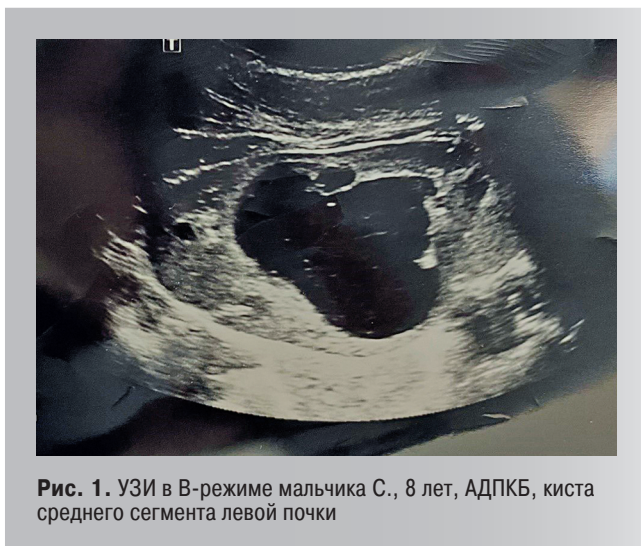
УЗИ в В-режиме мальчика С., 8 лет, АДПКБ, киста среднего сегмента левой почки
